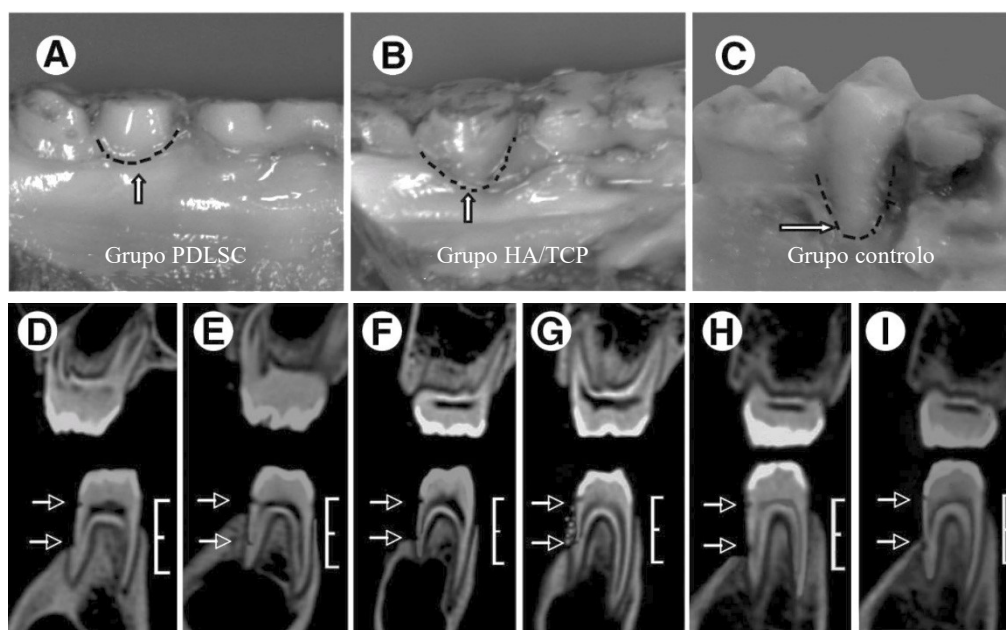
Avaliação da regeneração periodontal. A-C: Visão clínica após 12 semanas da transplantação; D-I: Tomografia computadorizada dos diferentes grupos antes da transplantação (D, F e H) e 12 semanas depois do transplante (E, G e I). Como podemos observar o grupo de suínos transplantado com as PDLSCs apresentam uma regeneração periodontal quase completa, contrariamente ao grupo transplantado apenas com HA/TCP e o grupo controlo (não tratado). Adaptado de (Y. Liu *et al.*, 2008).
